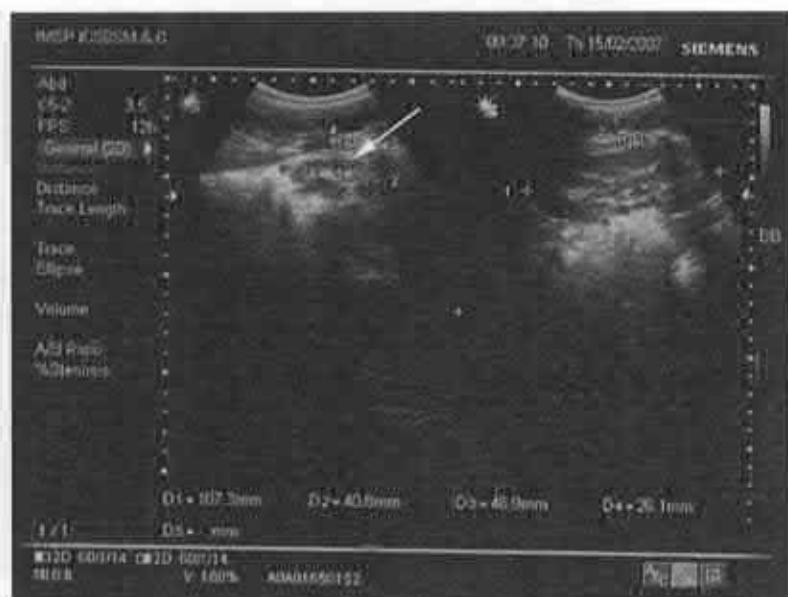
Caz clinic. Ecografie preoperator – nefroscleroză pe stânga.
